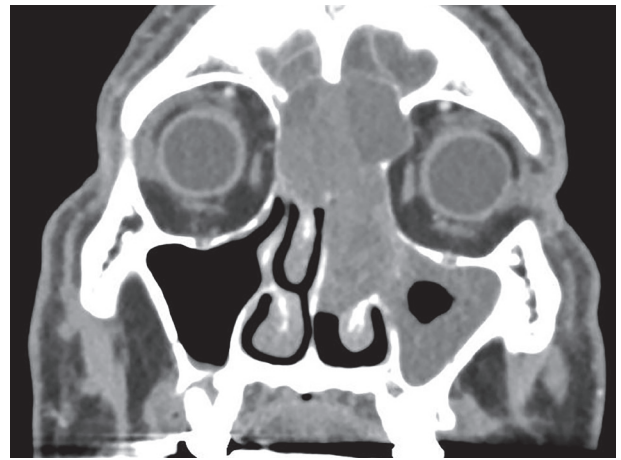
Preoperative CT scan shows about 2×5.5 cm sized expansile mass in left nasal cavity involving both frontal sinus, anterior cranial fossa, frontal base.
